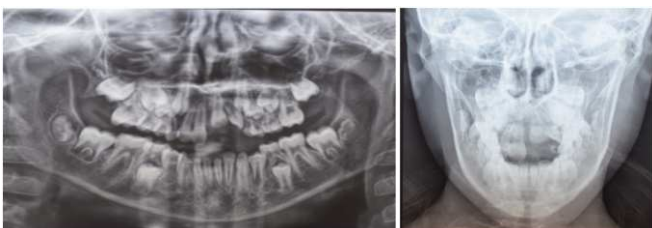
Radiographs showed incompletely formed apices on teeth 21 22 and a totally intrusion
